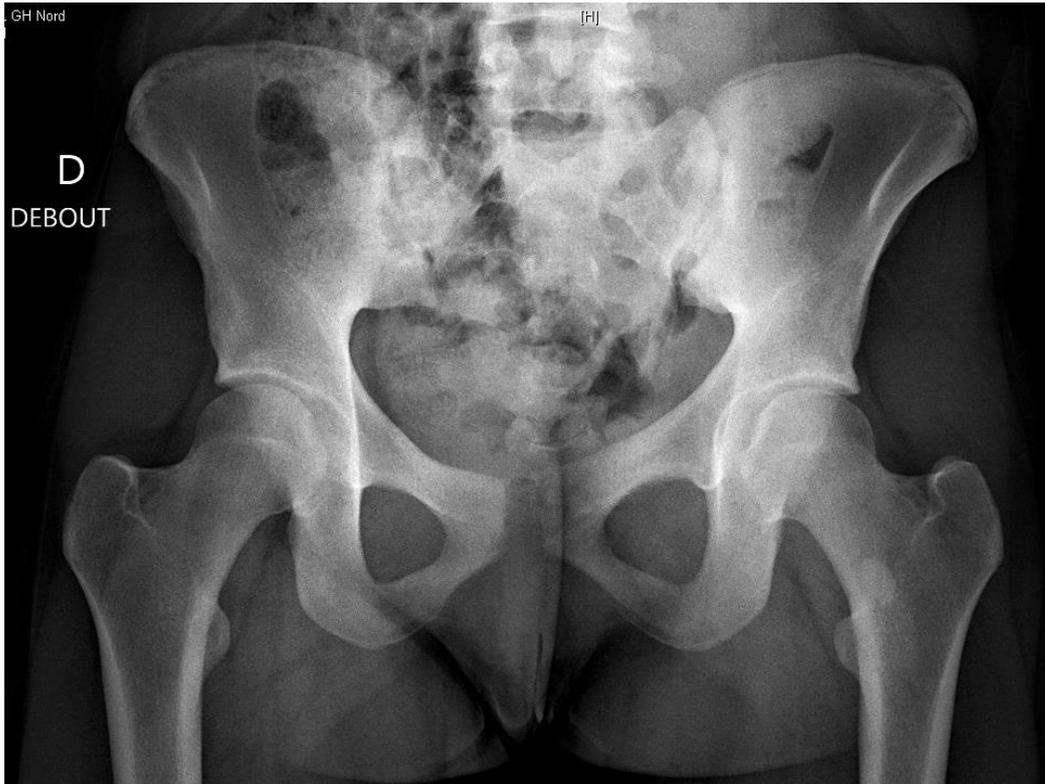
IOA pubienne hémotogène à *S.aureus* chez une patiente de 19 ans sans antécédent notable pratiquant le football en compétition. Cliché de radiographie standard debout de face retrouvant un élargissement de l'interligne articulaire avec aspect d'érosion des surfaces articulaires symphysaires prédominant à gauche (Hospices Civils de Lyon).
